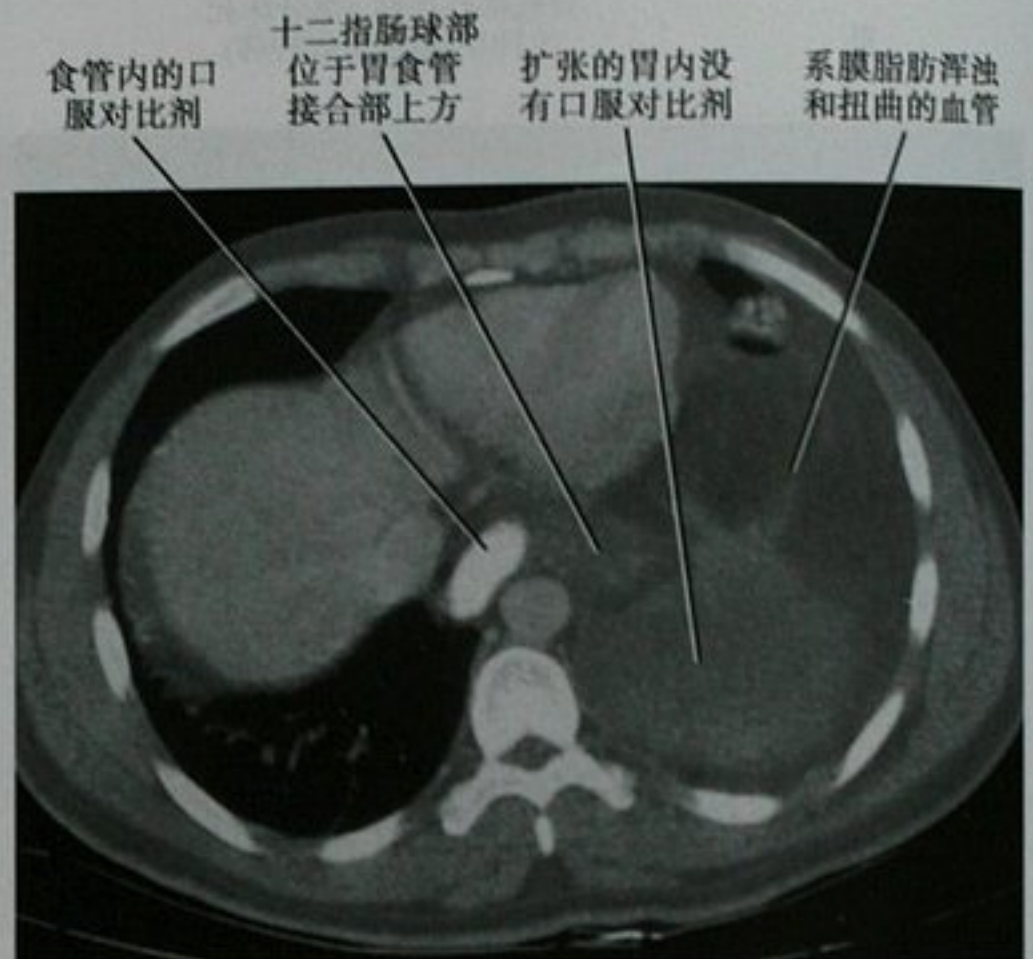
口服对比剂后CT增强扫描横断面显示食管内的对比剂未到胃内。胃扩张、胃壁增厚、左侧横膈上抬,系膜轴型胃扭转,外科治疗
